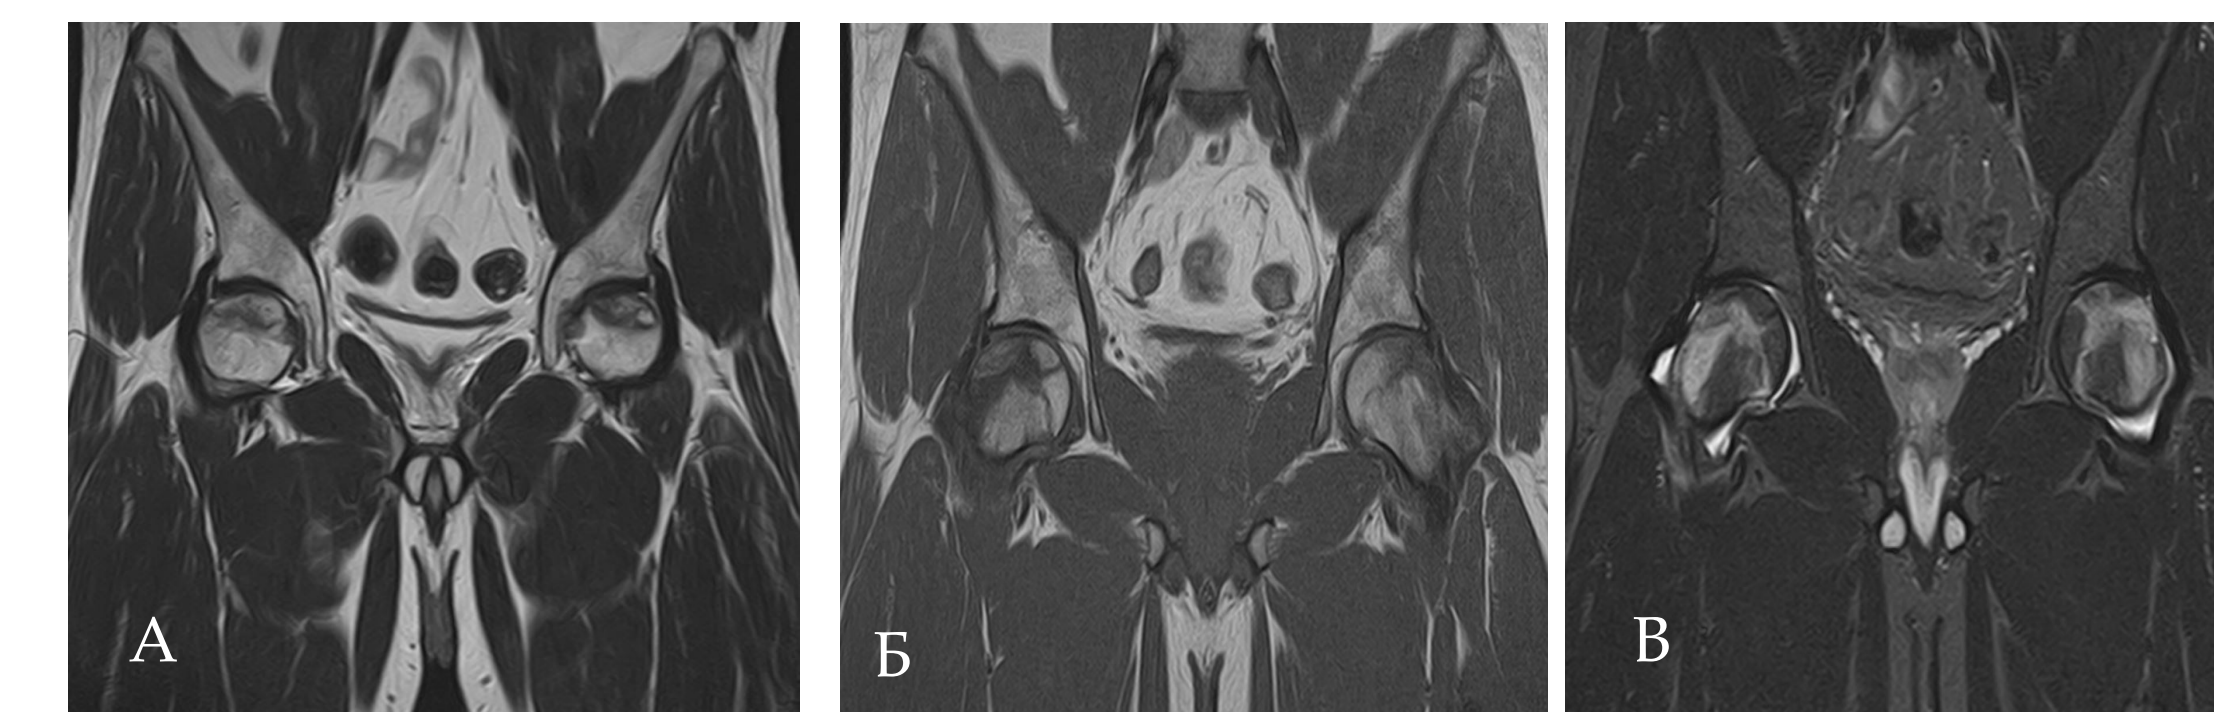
МР-томограммы тазобедренных суставов (T2 ВИ(A), T1ВИ(Б), T2 STIR(В)), корональные и аксиальные проекции) пациента Л, 28 лет: МР-признаки аваскулярного некроза головки правой бедренной кости с отеком костного мозга (II стадия по Ficat); аваскулярного некроза головки бедренной кости (II стадия по Ficat) левого тазобедренного сустава. МР-признаки синовита, обоих суставов;
